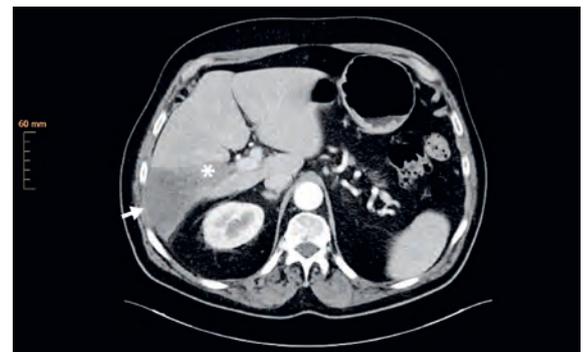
Tomodensitométrie (TDM) de l'abdomen jour 1: Zone infarctée au niveau du segment 6 (flèche), thrombose de la branche de la veine porte (étoile).
